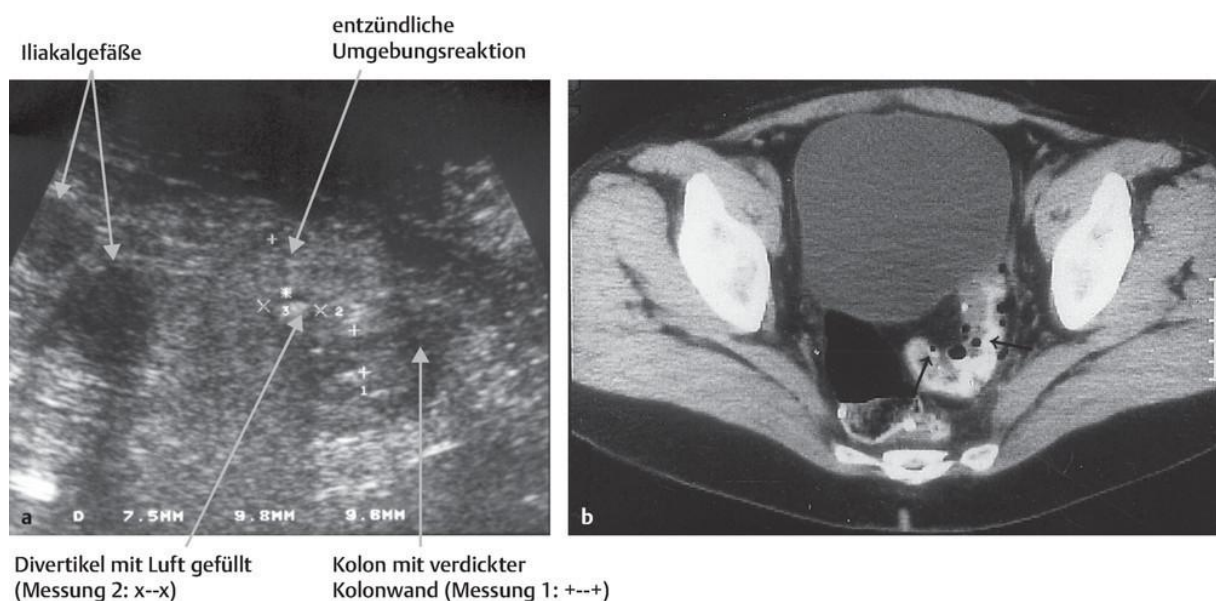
Divertikulitis in der Sonographie und im CT [32]
